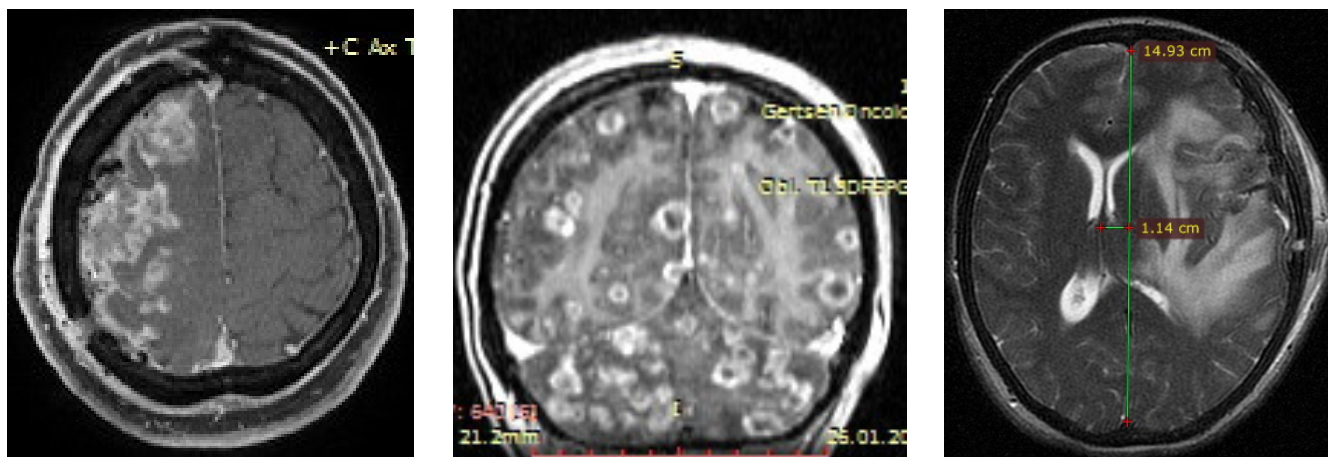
Субтотальное поражение головного мозга с выраженным канцероматозом и дислокацией по данным МРТ-исследования у пациента с метастатическим поражением головного мозга
